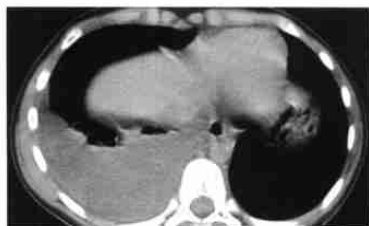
胸腔积液。CT增强示右侧胸膜腔内较多液体密度影伴右下肺节段性不张，积液向内伸展至脊柱旁。
